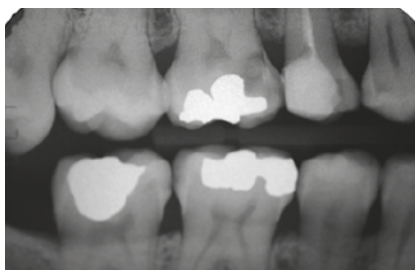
Röntgenaufnahme der Zähne 17, 16 und 15 und der Antagonisten des unteren Zahnbogens 47 und 46.
